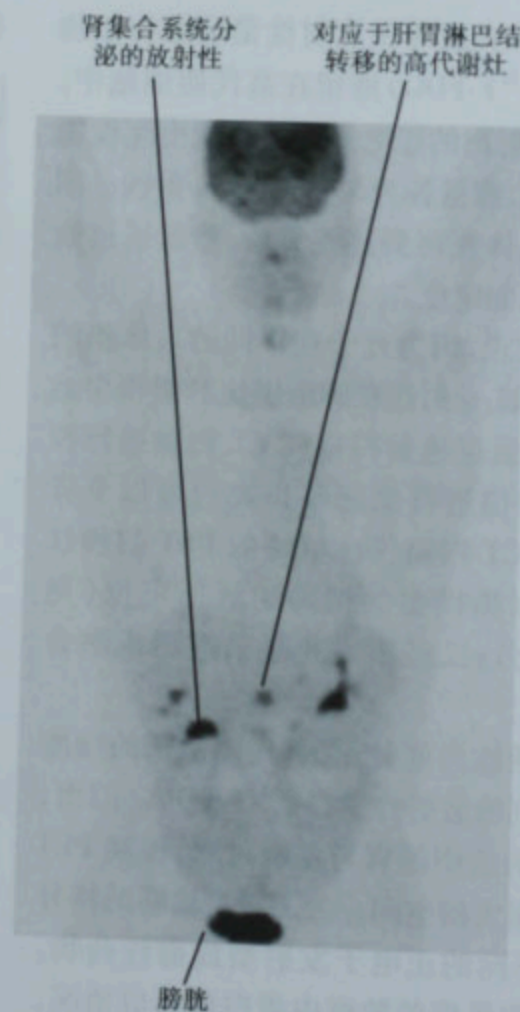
结肠癌术后 CEA 增高并有肝胃淋巴结转移患者的 PET 冠状面图像, 增强 CT 未见明显增大的淋巴结
